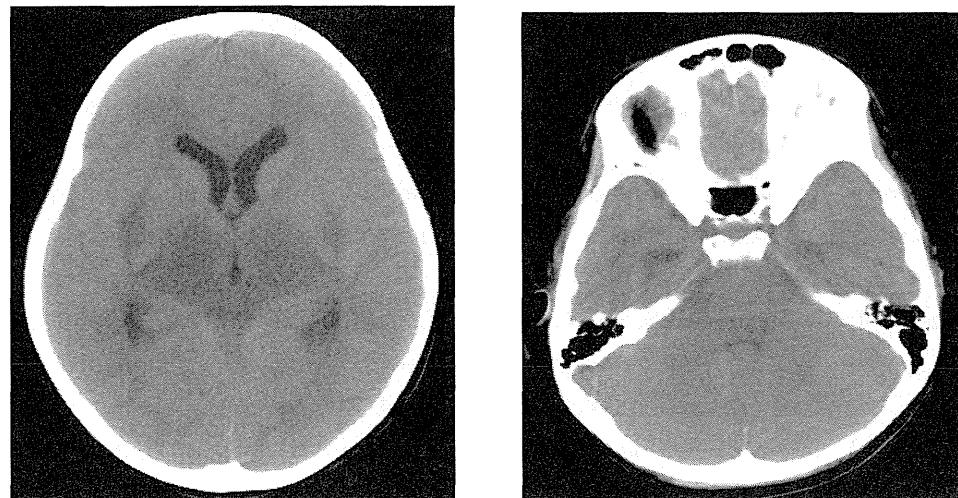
EHEC O157 感染症患児に併発した脳症（頭部 CT 検査）
